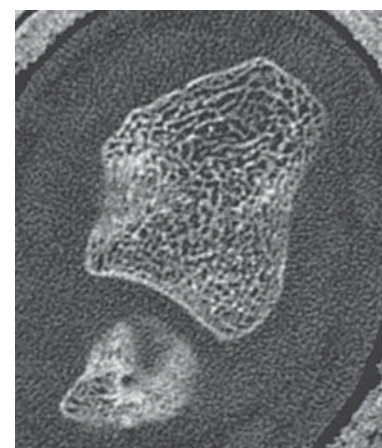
In vivo-hochauflösende Spiral-CT des distalen Unterarms (Siemens Sensation 4, Siemens Erlangen, Germany), Schichtdicke: 0,5 mm; FoV: 8 cm
